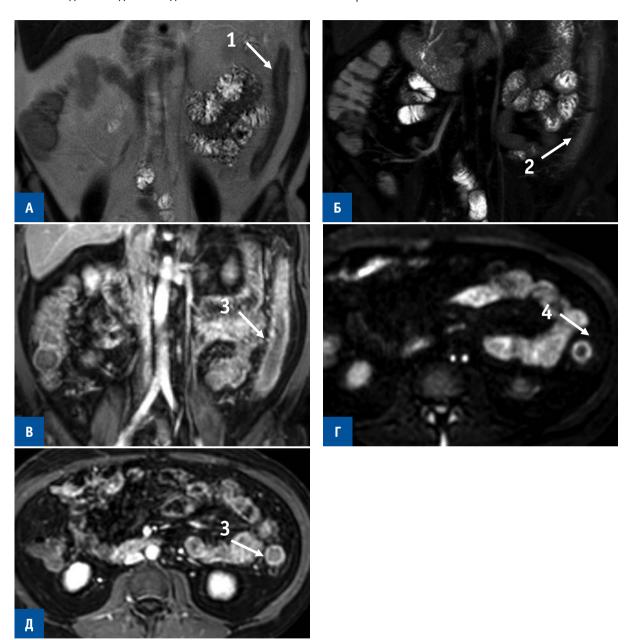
МРЭ. Болезнь Крона в форме илеита. А — Т2-взвешенное изображение, коронарный срез; Б — Т2-взвешенное изображение с жироподавлением, коронарный срез; В — Т1-взвешенное изображение с в/в контрастированием, коронарный срез; Г — диффузионно-взвешенное изображение, аксиальный срез; Д — Т1-взвешенное изображение с в/в контрастированием, аксиальный срез. 1 — утолщение кишечной стенки, 2 — гиперваскуляризация прилежащей клетчатки, 3 — повышенное накопление контрастного вещества, 4 — ограничение диффузии от стенки кишки.
